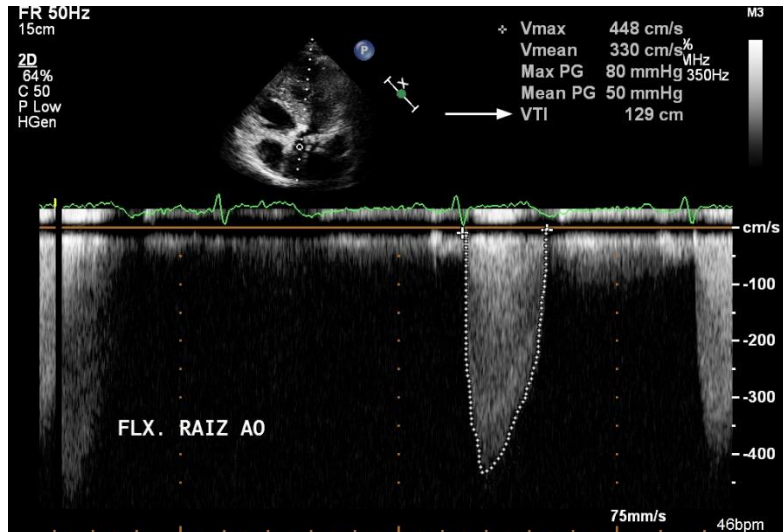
Obtenção da VTI da valva aórtica desde a posição apical de 3 câmaras, utilizando o Doppler contínuo.
